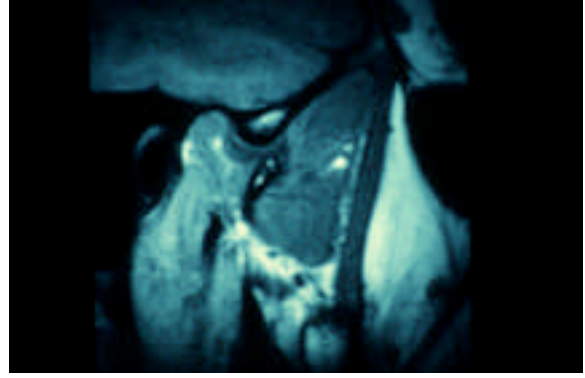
MRT bei max. Mundöffnung; der Diskus hat
